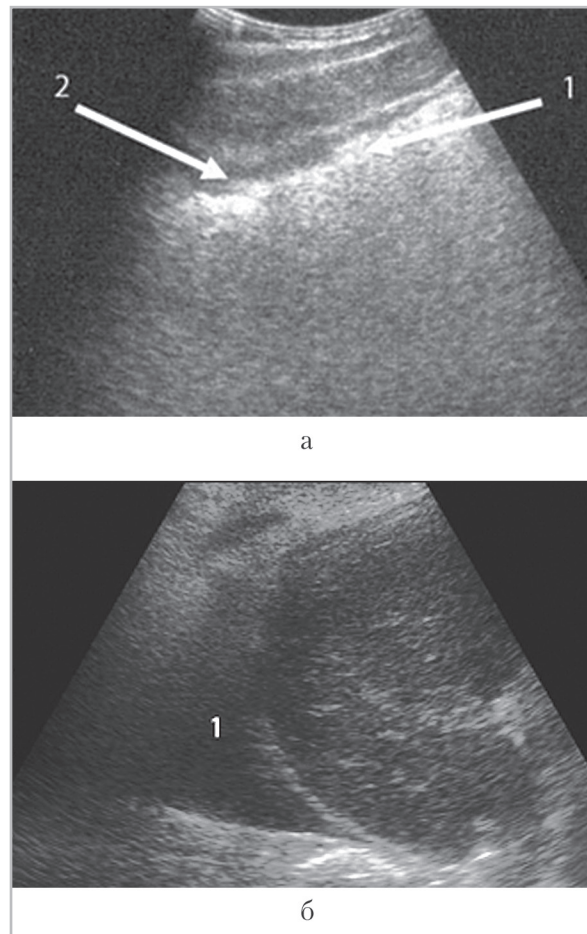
На эхограммах брюшной полости, выполненных при первичном УЗИ, определяется: а — газ (1) и полоска свободной жидкости (2) под желудком; б — скопление жидкости (1) в правом поддиафрагмальном пространстве
